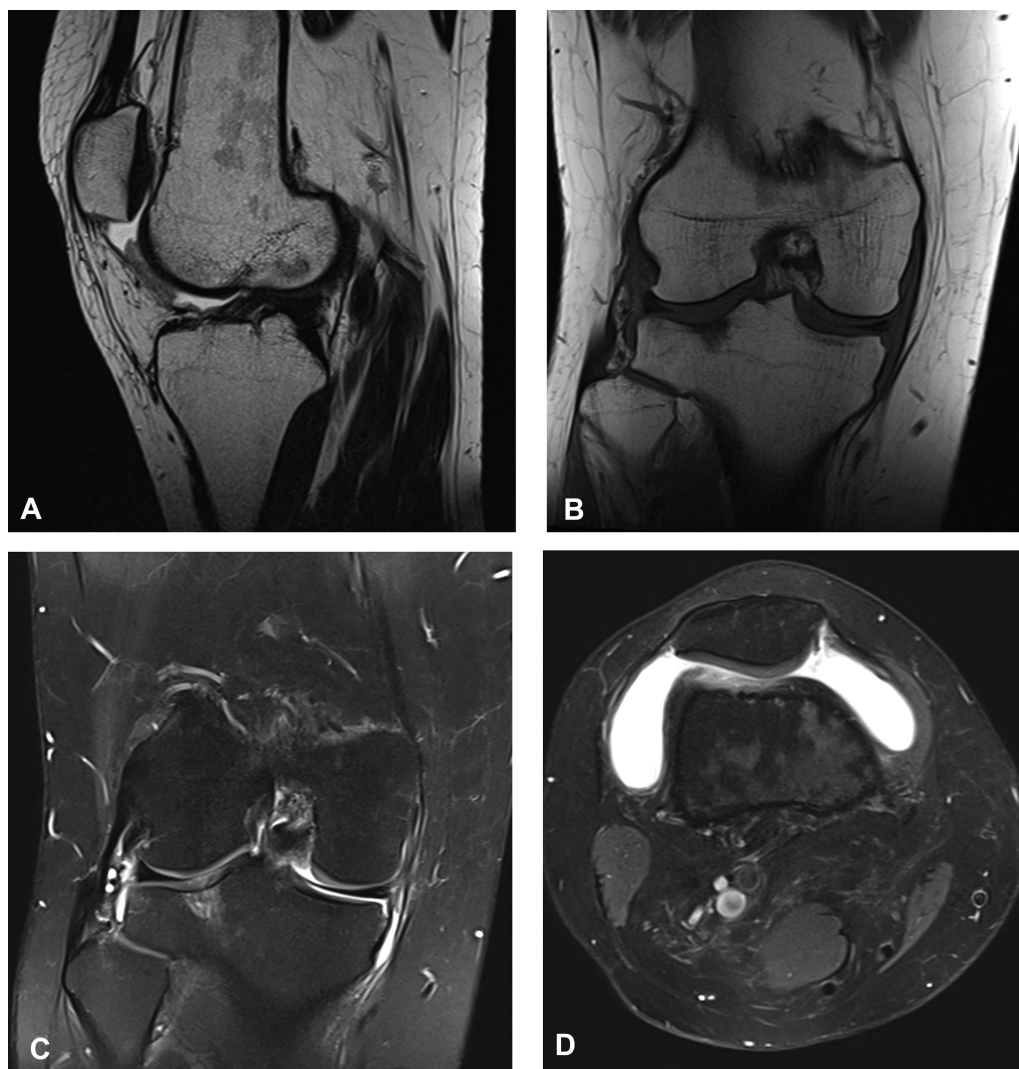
Imagens de Ressonância Magnética .
